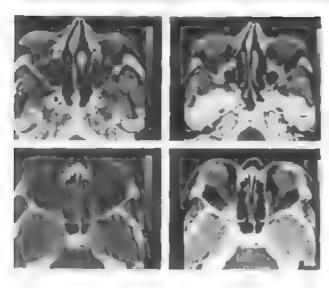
Менининома медиальных отделов крыльев основной кости, 3-й тип. МРТ, Ту-взвещенные изображения.
